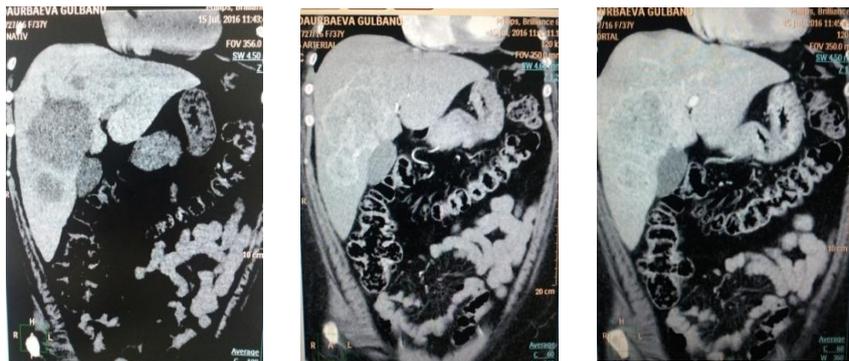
КТ-снимки после перевязки правой портальной вены
